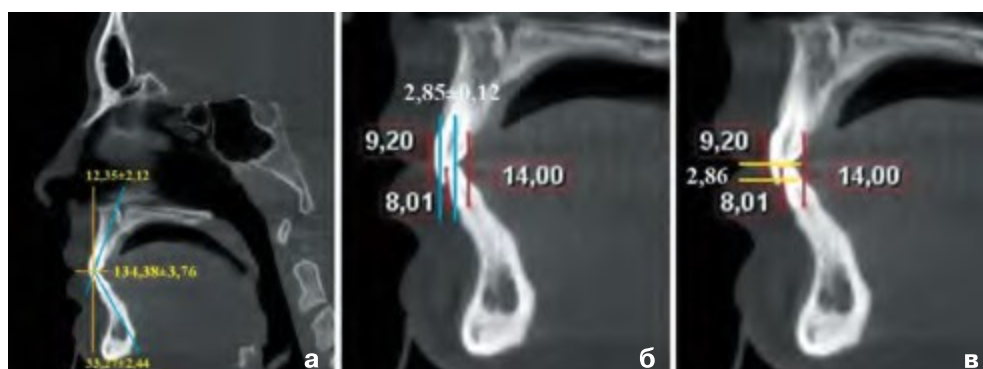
Физиологическая мезотрузия (№ 3)
